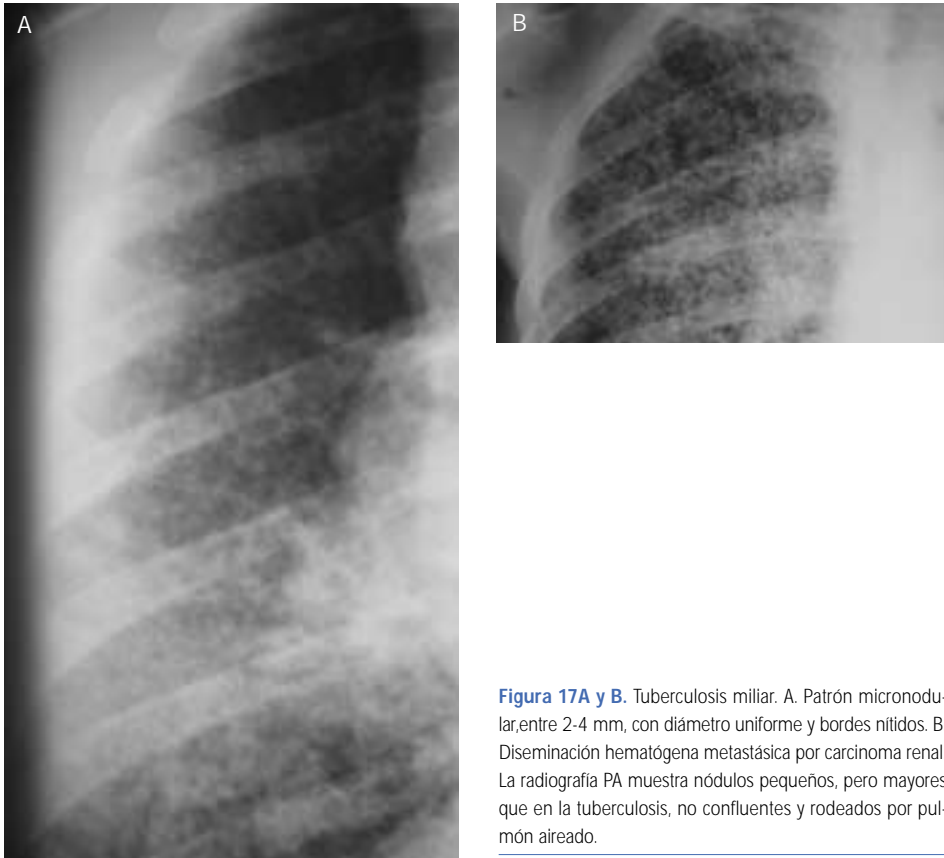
Tuberculosis miliar. A. Patrón micronodular, entre 2-4 mm, con diámetro uniforme y bordes nítidos. B. Diseminación hematogena metastásica por carcinoma renal. La radiografía PA muestra nódulos pequeños, pero mayores que en la tuberculosis, no confluentes y rodeados por pulmón aireado.
